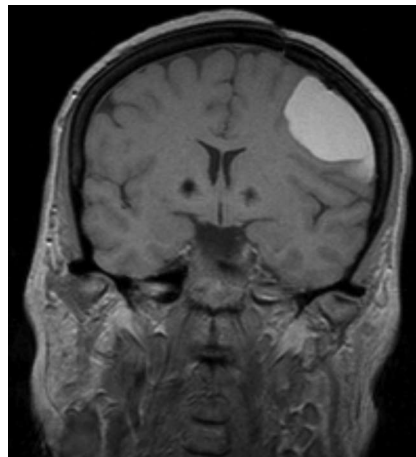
МРТ (FLAIR). Повний регрес дислокації мозку після операції
